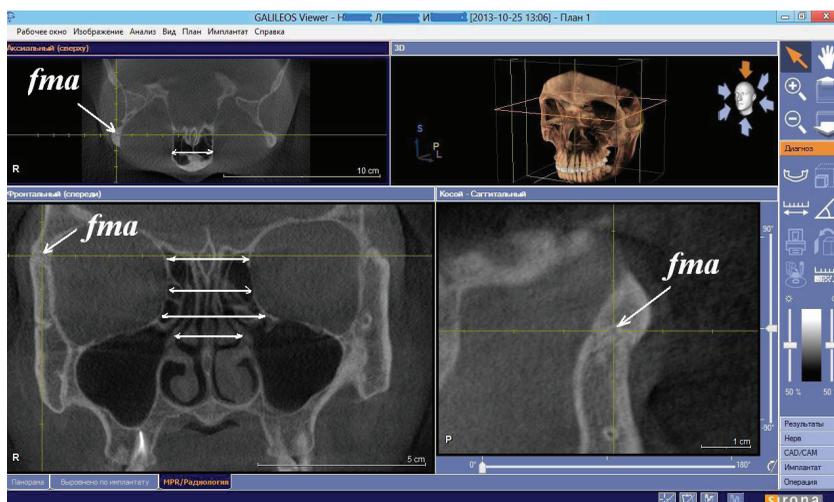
Измеряемые отрезки — параметры решётчатой кости, получаемые по конусно-лучевой компьютерной томографии. Перекрестье сфокусировано в центре правого лобно-скулового шва (точка *fma*). Ширина решётчатой кости на горизонтальном и фронтальном сечениях. Ширина полости носа на уровне среднего носового хода. Аксиальный и фронтальный реформаты (срезы). Окно «MPR/Радиология»
